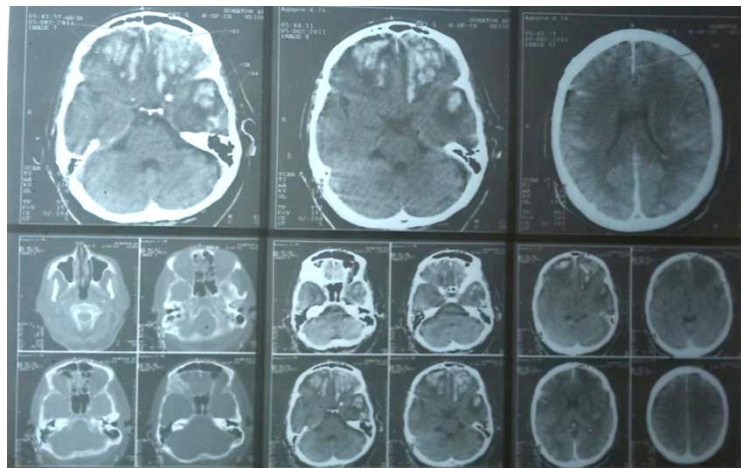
МСКТ того же больного через 4 дня после госпитализации. Отмечается трансформация очагов ушиба на внутримозговые и субдуральные гематомы лобных долей и височной доли.
